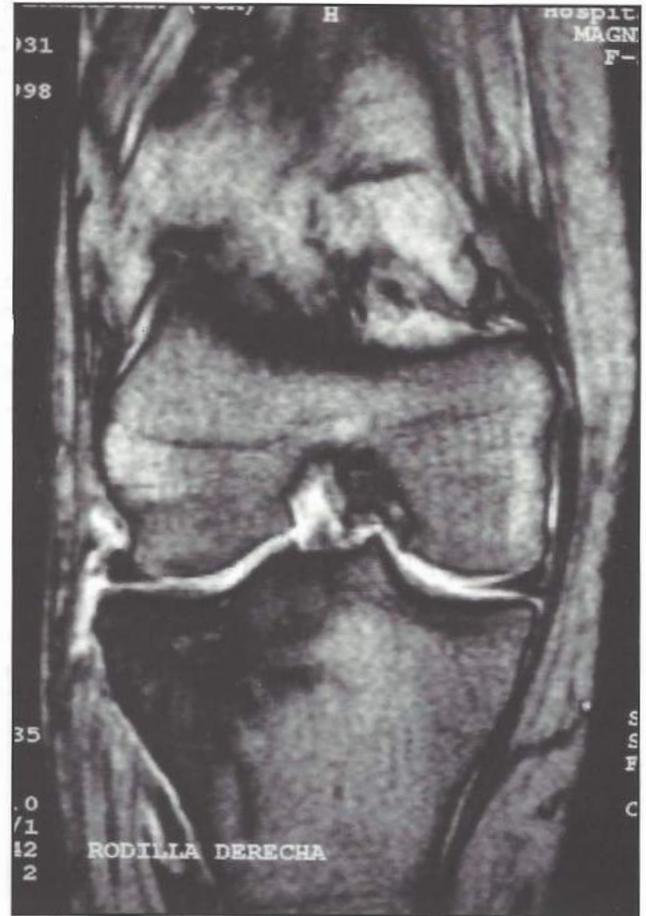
RM de rodilla frente: Con técnica 2D se visualiza también el trazo de fractura así como el edema que lo rodea. La posibilidad de demostrar el edema permite diagnosticar lesiones que no alcanzan la superficie cortical.
